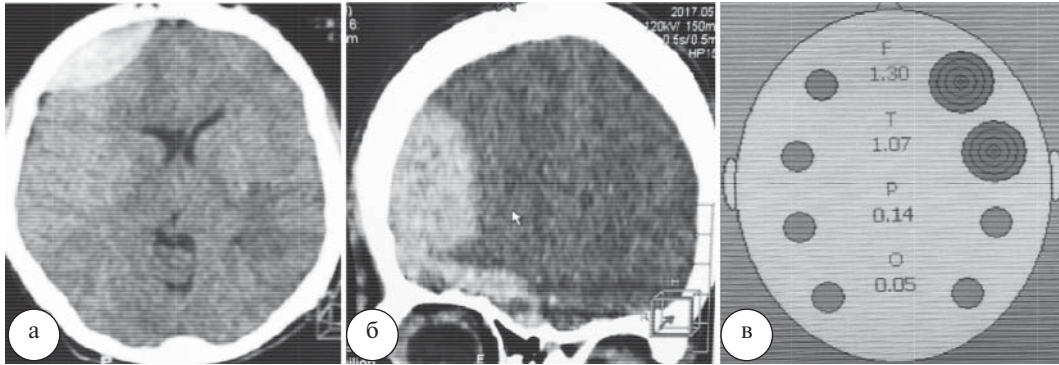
Эпидуральная гематома правой лобной области, СКТ: а – сагиттальный срез; б – фронтальный срез; в – результаты ИСГ
